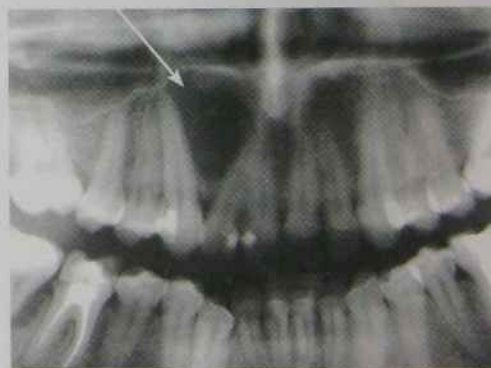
Фрагмент ортопантомограми: глобуло-максиллярна кіста в ділянці 12 і 13 зубів (стрілка)
